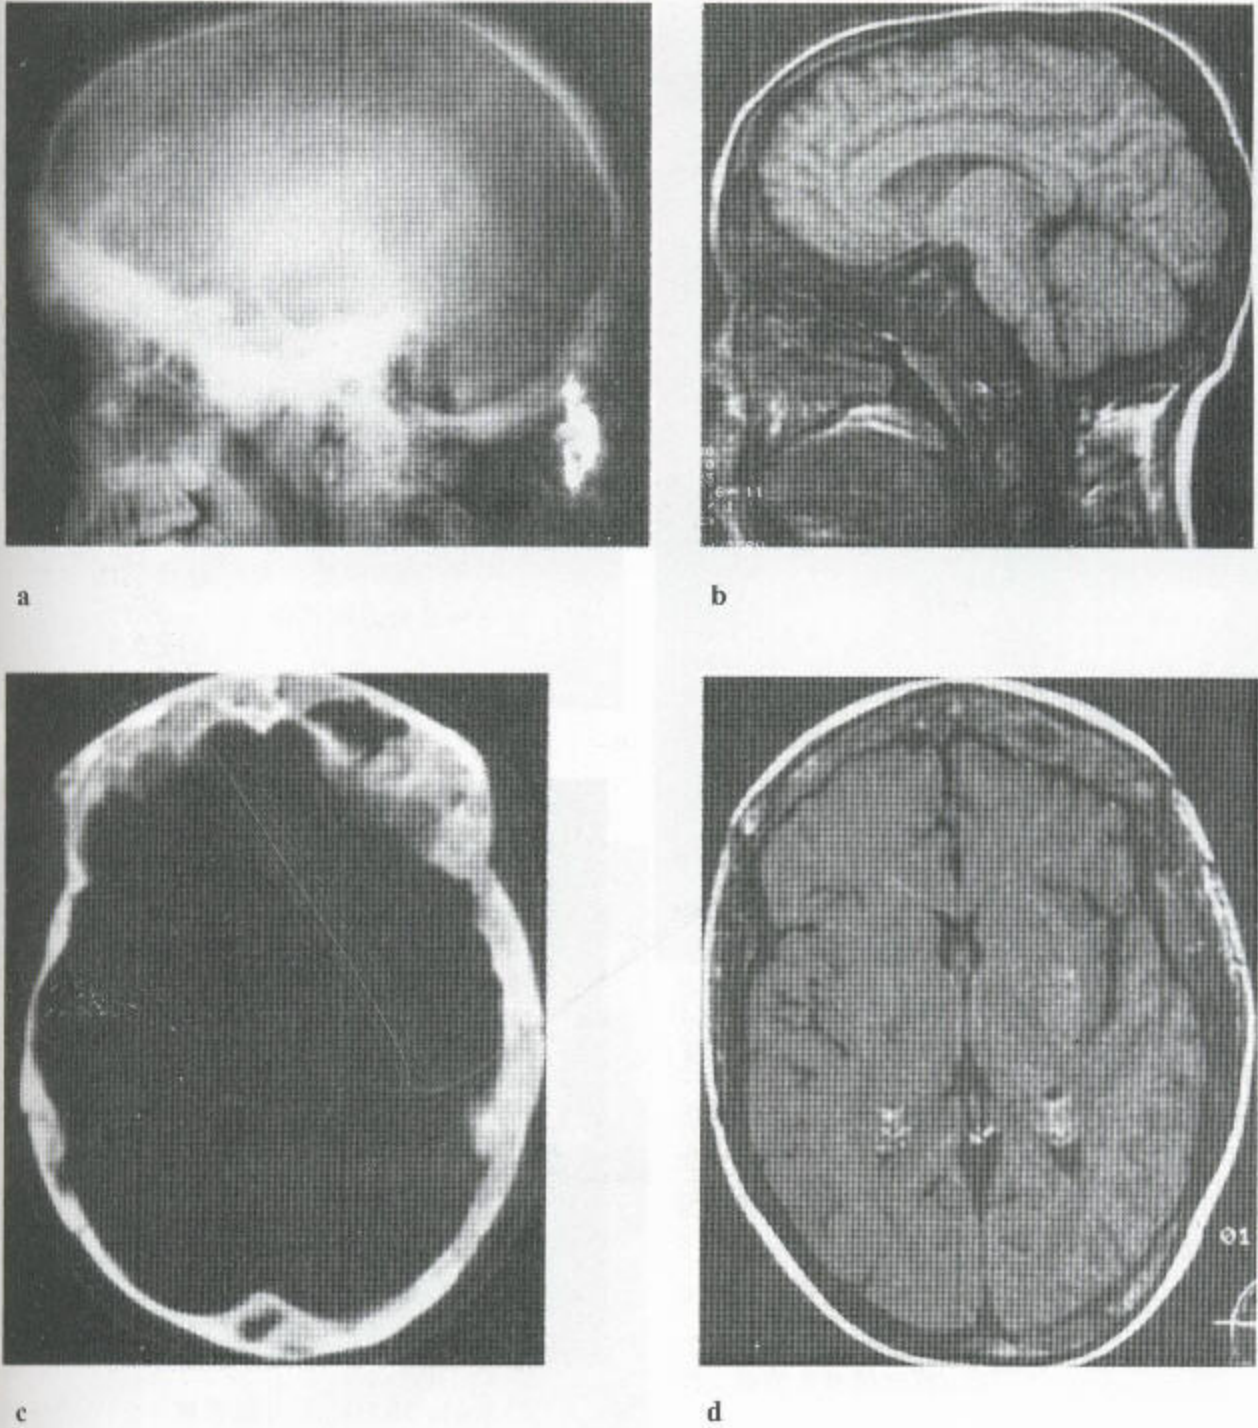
多骨性纤维性结构不良 (a) 平片显示颅底广泛受累而硬化、增厚, 而穹窿部斑片状弥漫性受累更甚, 表现为在正常骨区散布着增厚的骨。(b) 矢状位 T_1 加权 MRI 序列确切地反映了平片上的改变。颅底增厚, 显示广泛的低信号伴髓质消失。髓质仅见于部分额骨。颞窝, 已闭塞, 表现为低、中混杂信号影。低信号提示矿化, 中等信号示纤维组织, 皮下脂肪呈均匀高信号。(c) 经穹窿的轴位 CT 扫描显示有一典型的混合型纤维组织, 后者部分矿化。囊肿亦见。(d) 同一颅骨的 MR 影像。在 T_1 加权序列上白的外带代表皮下脂肪。可见颅骨穹窿部增厚, 表现为前部以低为主的信号区。
